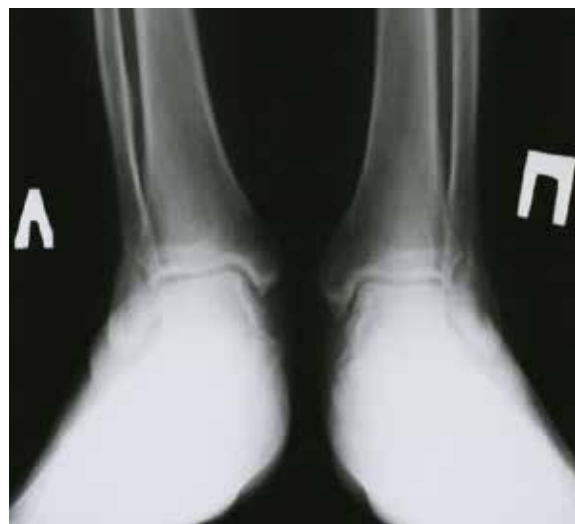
Рентгенография голеностопных суставов, прямая проекция: заострен край суставной поверхности медиальной правой лодыжки
